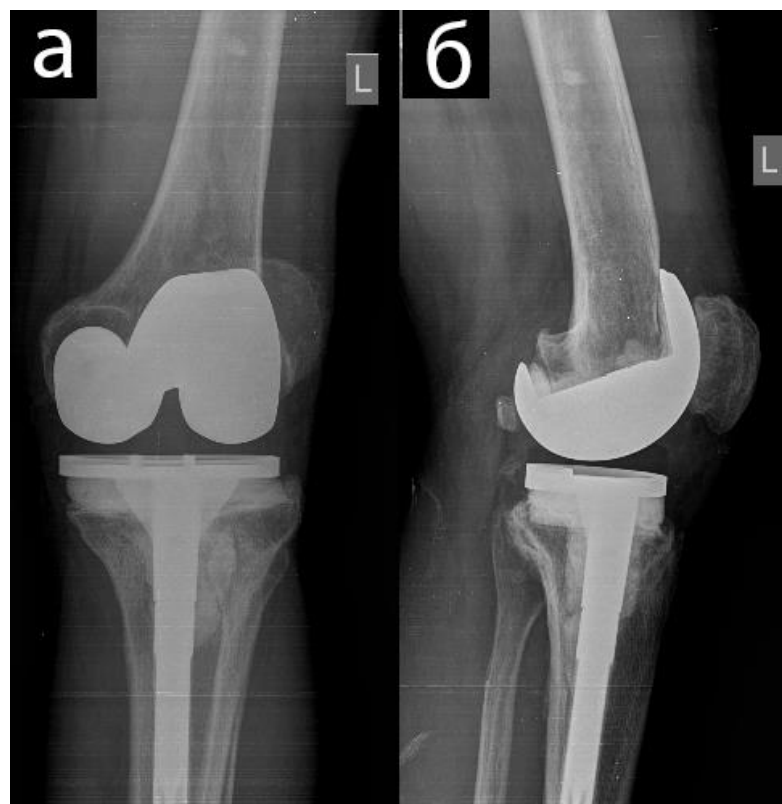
Рентгенография левого коленного сустава через 12 месяцев после операции: (а) – прямая проекция, (б) – боковая проекция
